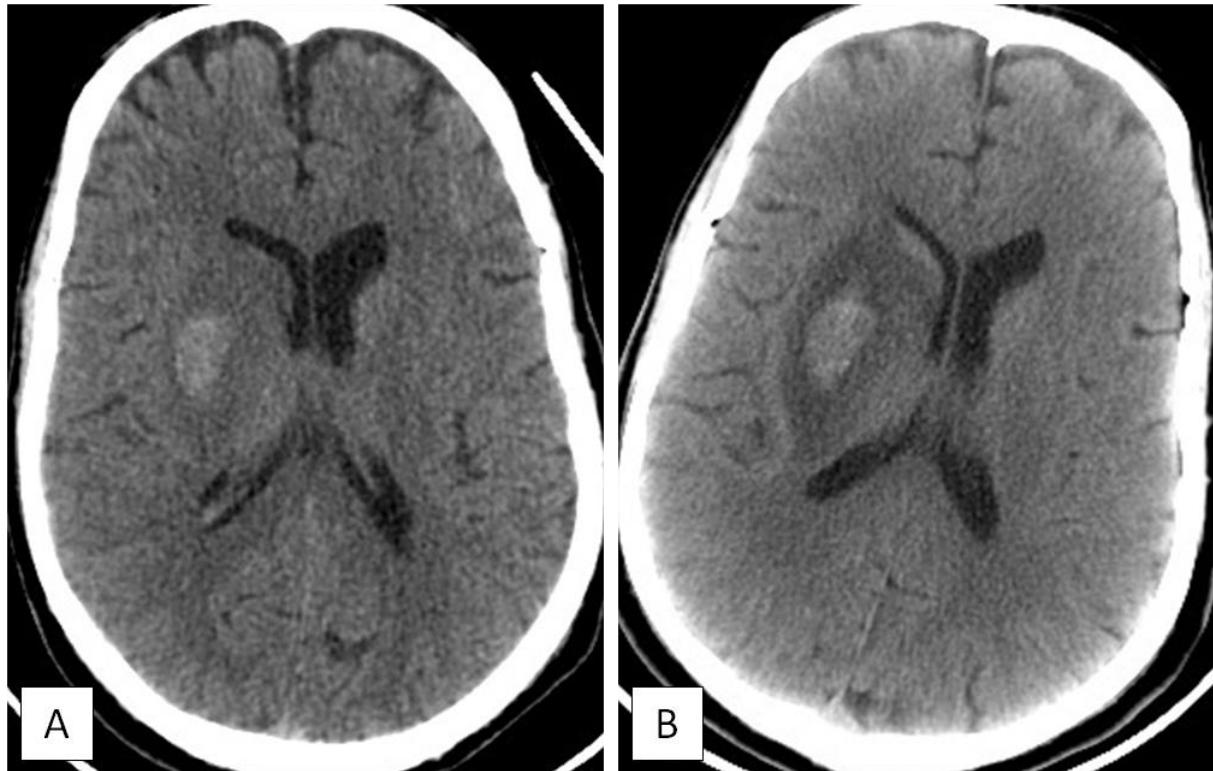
La TDM cérébrale sans contraste de contrôle (coupe axiale : A, B) objective la présence d'un aspect spontanément dense hémorragique au sein de la plage ischémique hémisphérique droite capsulo-lenticulaire entouré d'un œdème péri-lésionnel, l'ensemble exerce un important effet de masse sur le VL homolatéral qui est comprimé et sur la ligne médiane qui est légèrement déviée vers le côté controlatéral.
